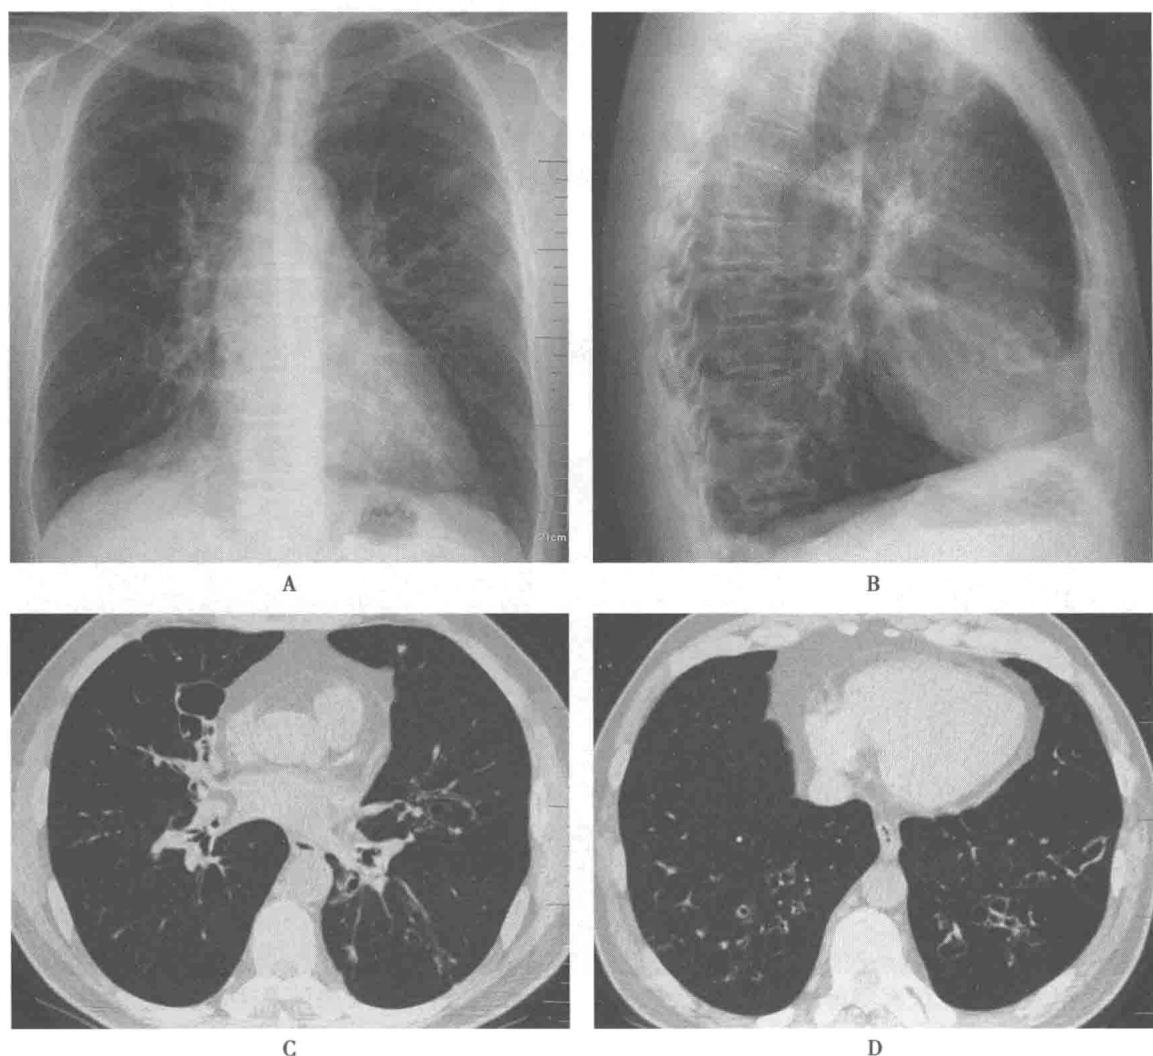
胸部正位像(A)显示两肺纹理增粗,右中肺野及左下肺野心缘旁可见小环状影,未见明确结节或实变影,两肺门不大、心影大小形态未见异常,纵隔不宽,两侧肋膈角锐利;侧位胸片(B)显示胸骨后方与心影重叠处可见多发环状影,形态稍不规则,呈节段性分布,CT肺窗(C、D)清晰显示右中叶、左舌叶及两下叶多发囊状支气管扩张征象
